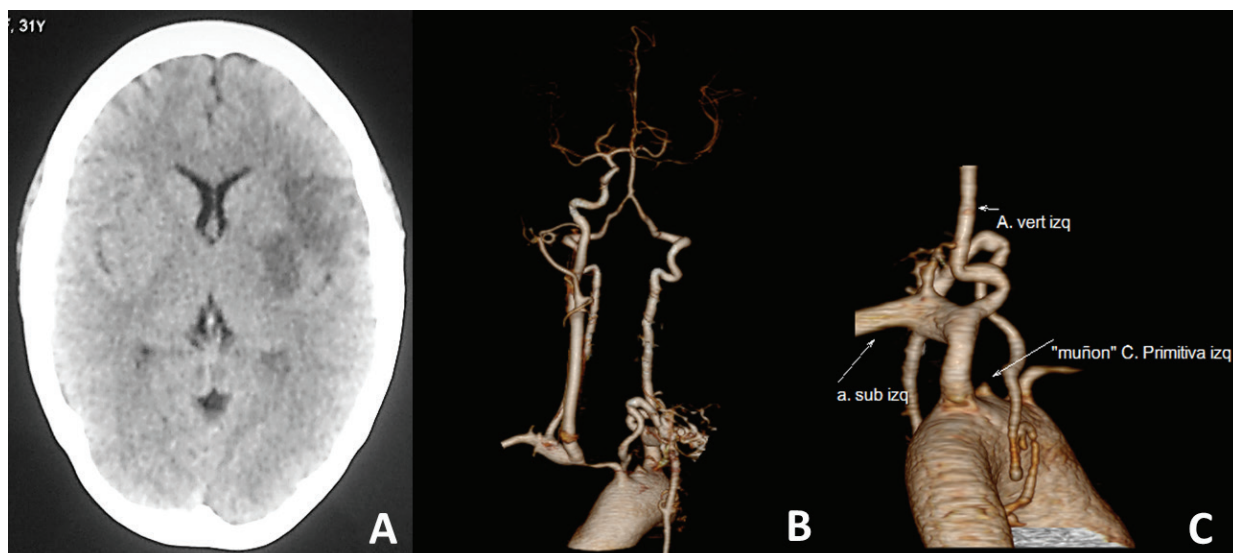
A: La tomografía cerebral mostró infarto en el territorio de la arteria cerebral media izquierda. B y C: La angiografía por tomografía computarizada demostró una estenosis del tronco braquiocéfálico derecho y oclusión ostial de la arteria carótida común izquierda.
